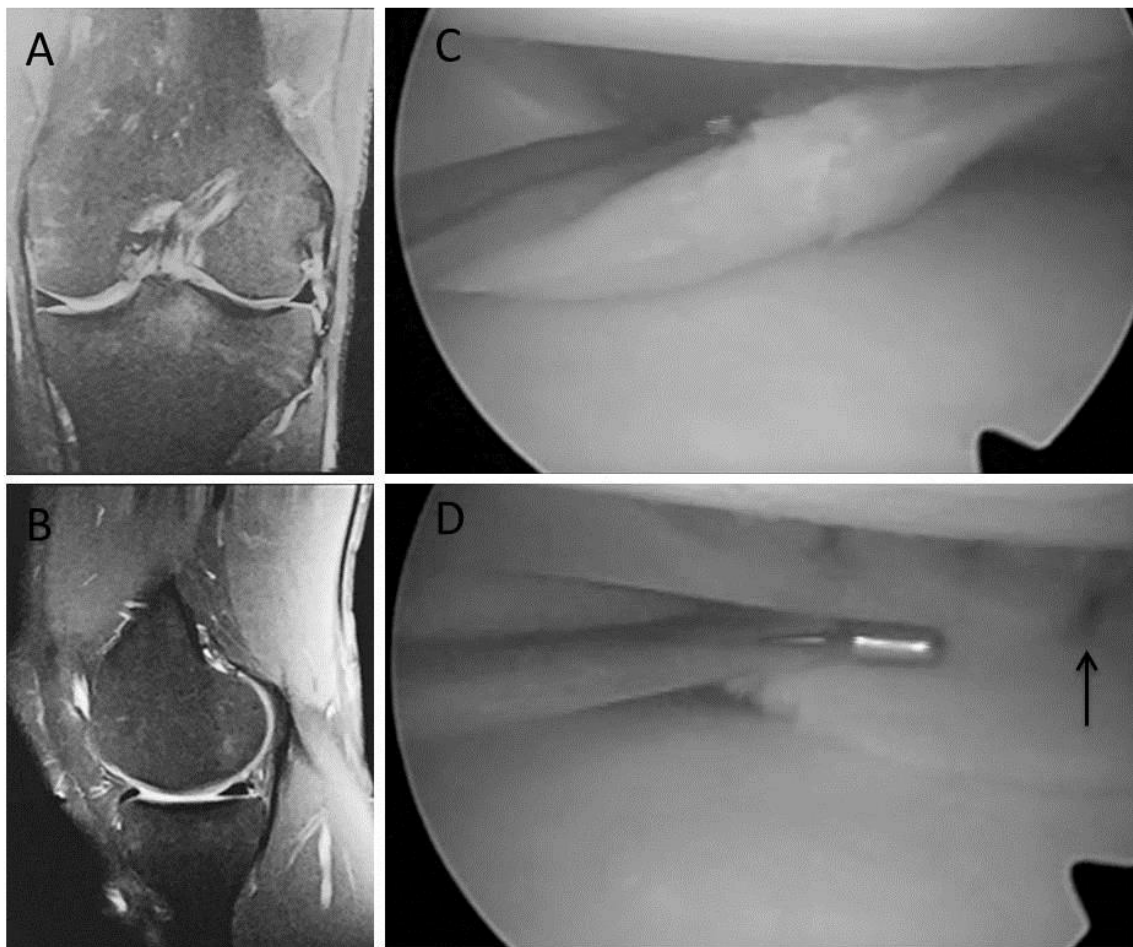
Um caso falso negativo para sutura do menisco. Ressonância magnética sem previsibilidade de sutura do menisco e artroscopia com lesão suturável. Paciente de 33 anos, masculino, esportista profissional com forte evidência clínica de lesão no menisco medial, porém sem confirmação no exame de RM e submetido a artroscopia diagnóstica seguida de sutura do menisco medial. RM em corte (A) coronal e (B) sagital não evidenciando lesão. (C) Na artroscopia, o menisco apresentava uma lesão menisco capsular (zona vermelha-vermelha), longitudinal e instável com condições de sutura. (D) Realização da sutura de menisco. A seta indica ponto de sutura.
